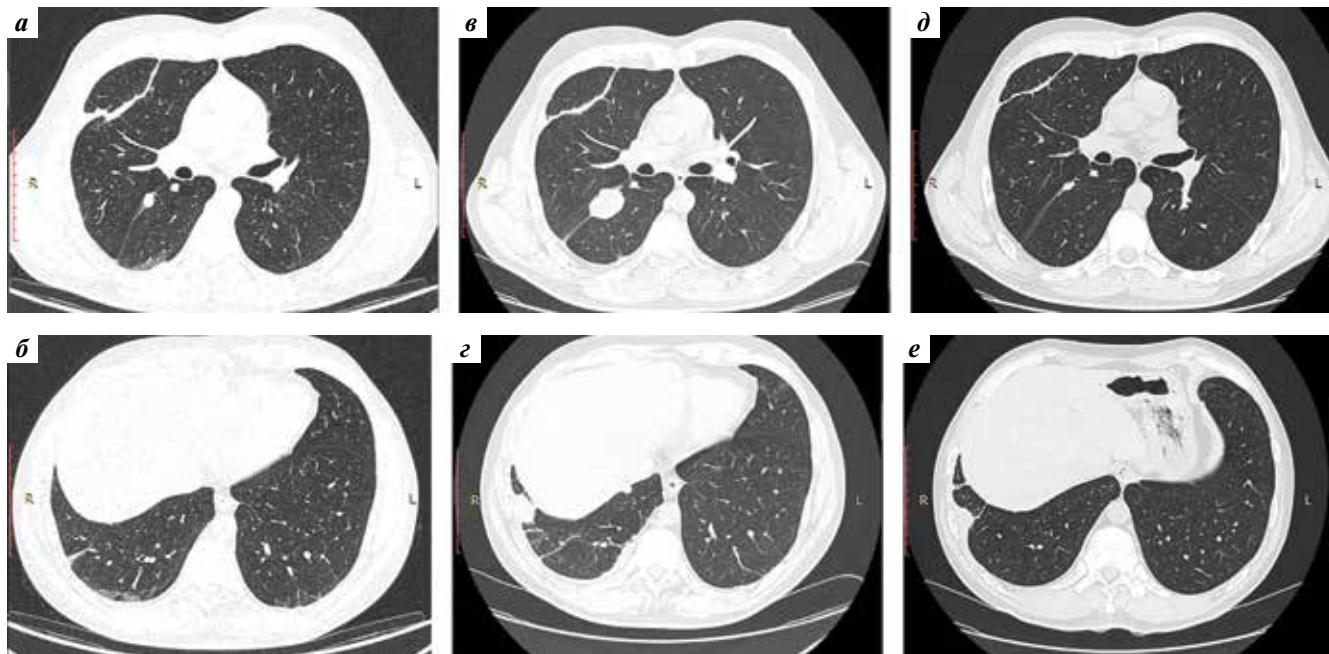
Компьютерная томография органов грудной клетки от 26.08.2021 (а, б), 17.09.2021 (в, г) и 21.02.2022 (д, е). Метастазы в правом легком
